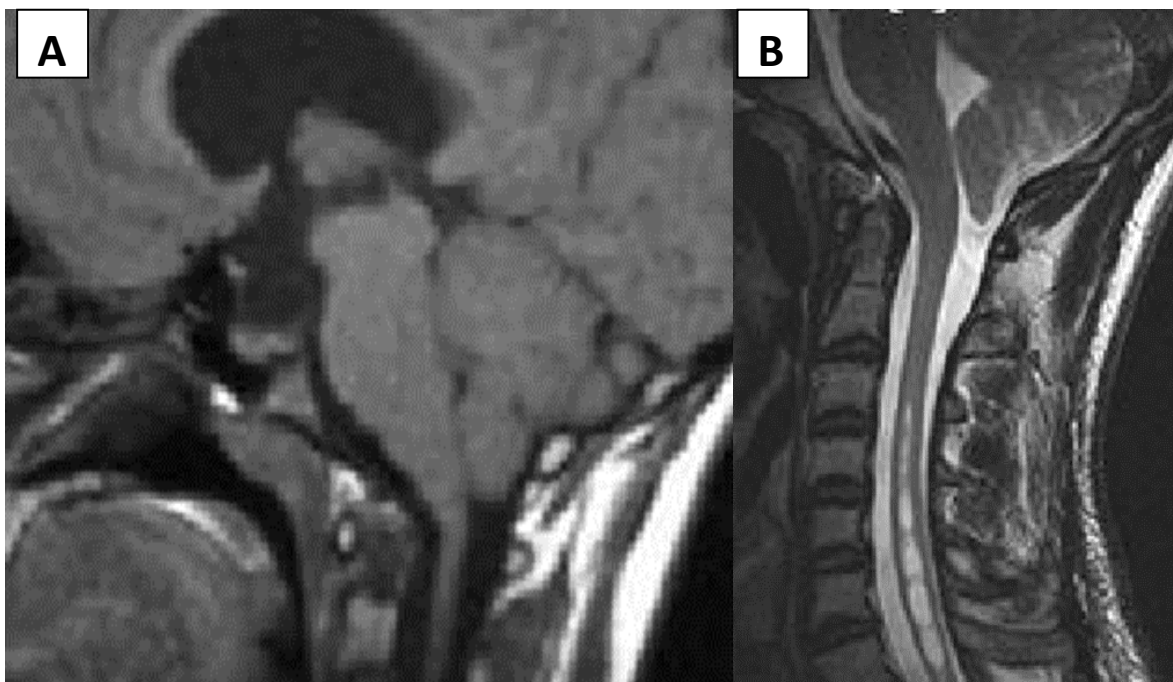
coupe sagittale d'une IRM occipito-cervicale en séquence T2 montrant une malformation Chiari I associée à une syringomyélie de localisation cervico-dorsale
